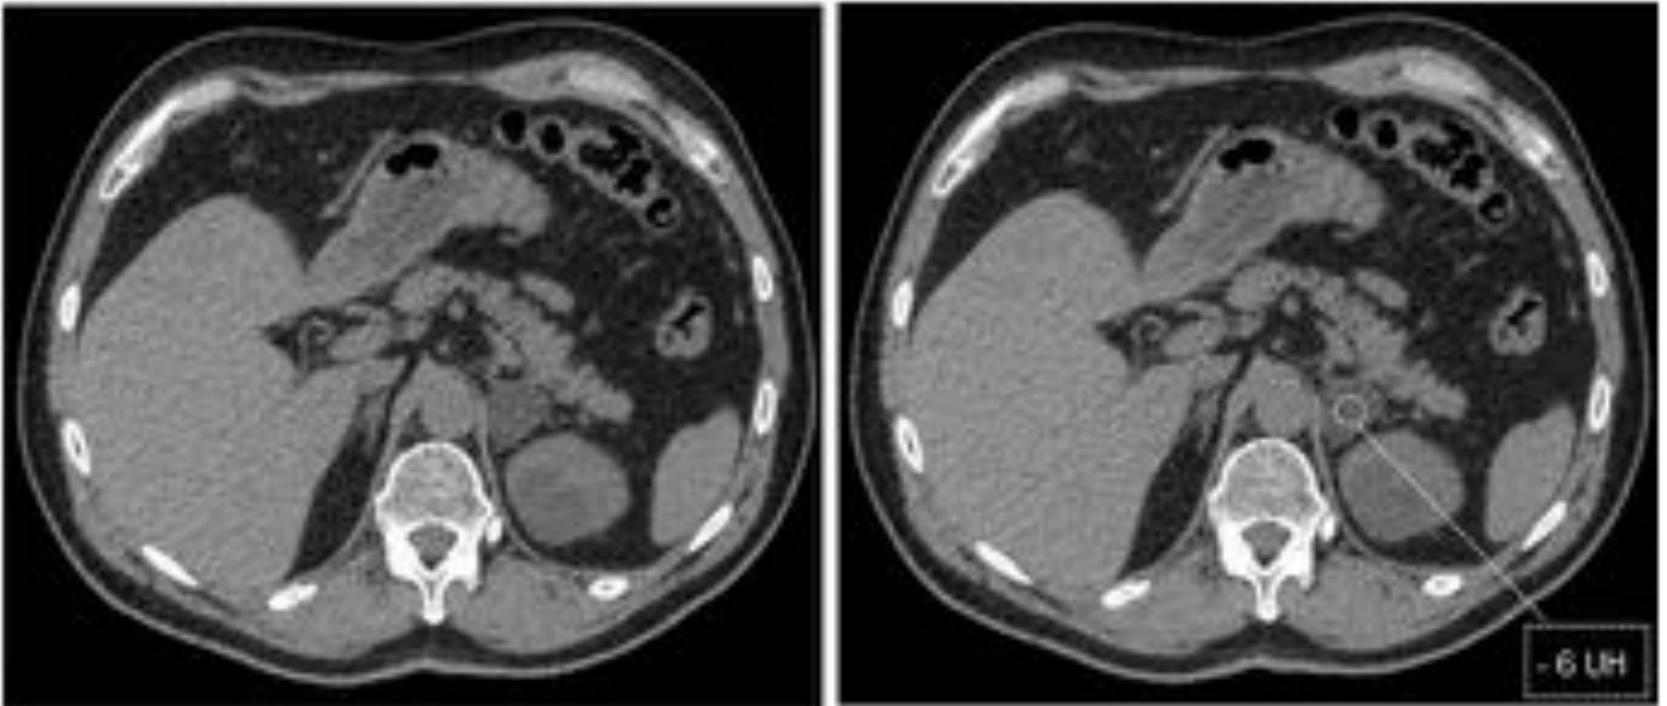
Cortes axiales de TC abdominal sin contraste. Incidentaloma suprarrenal izquierdo con densidad grasa compatible con adenoma rico en lípidos.
